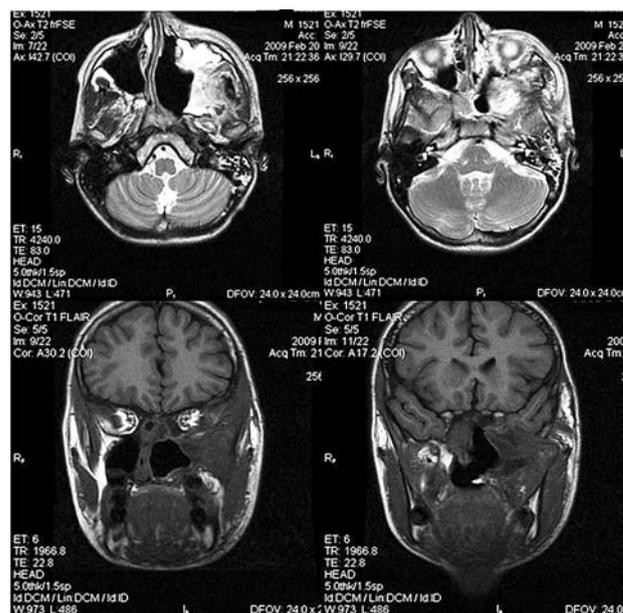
Послеоперационная МРТ с контрастированием, остатков опухоли не выявлено
